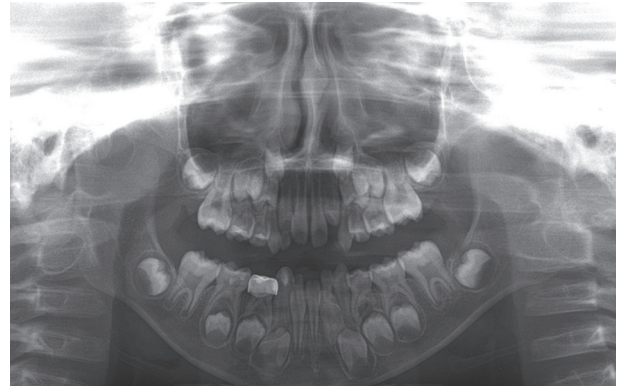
Panoramic radiograph: 4 years 2 months after treatment.
